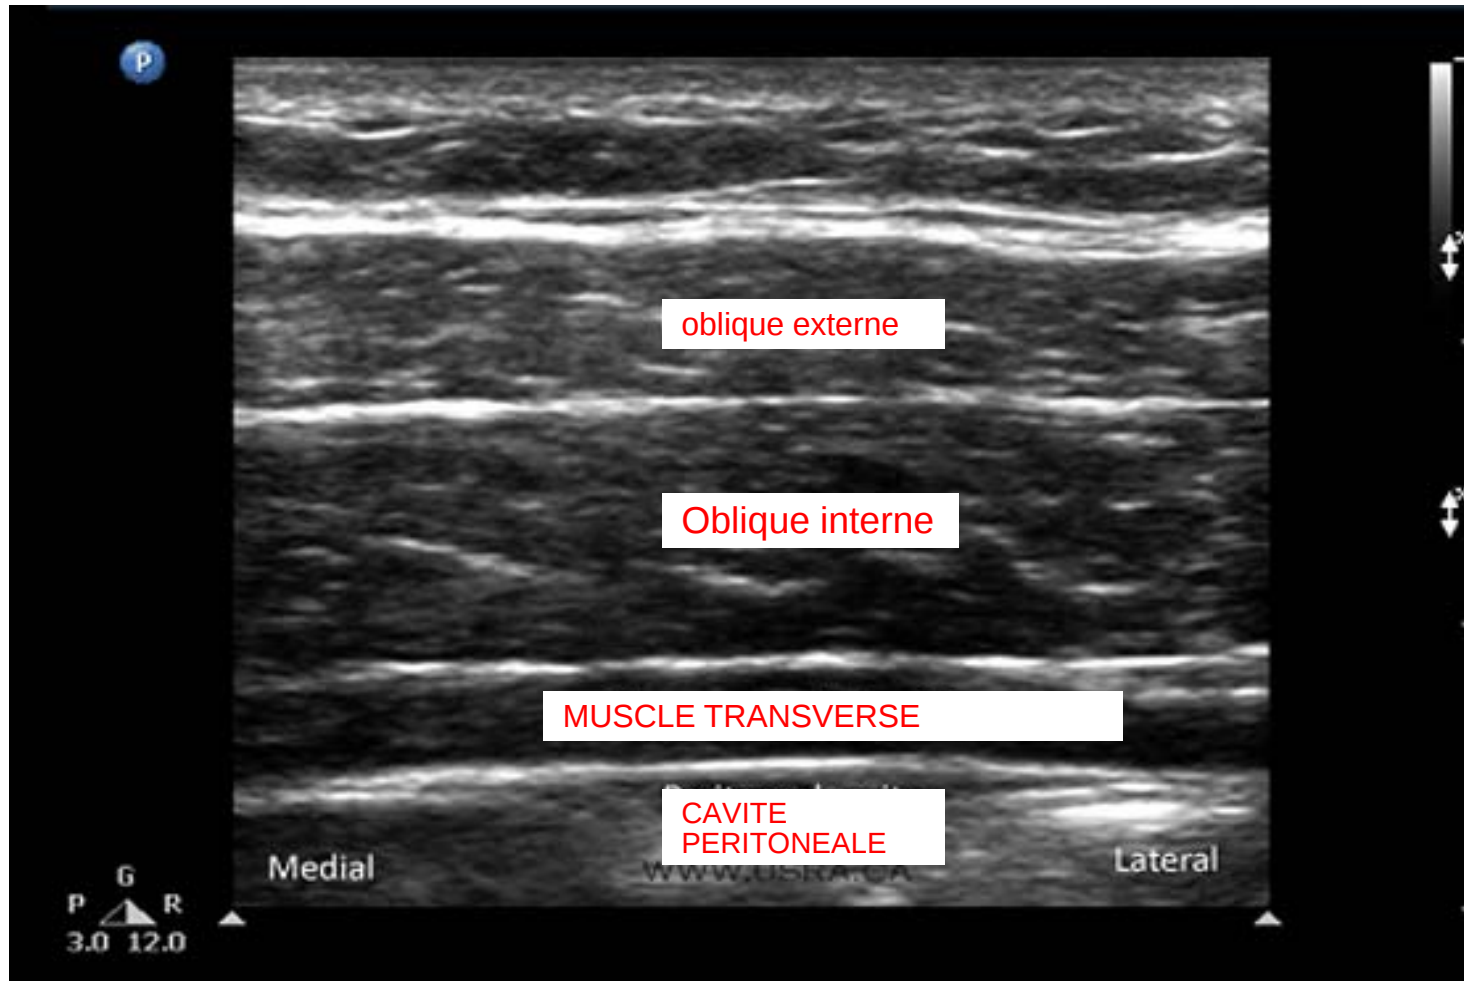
Image échographique de la paroi abdominale.
